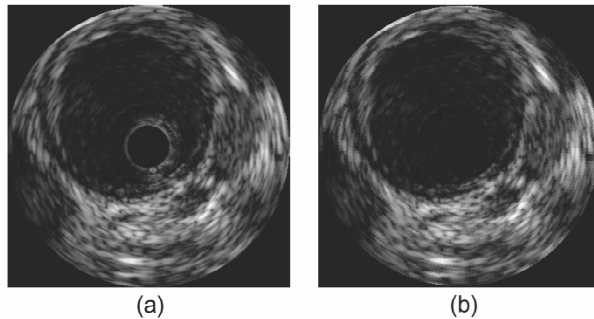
Typical intravascular ultrasound cross-sectional image with ring-down artifact (a) and corresponding image without the artifact (b).
